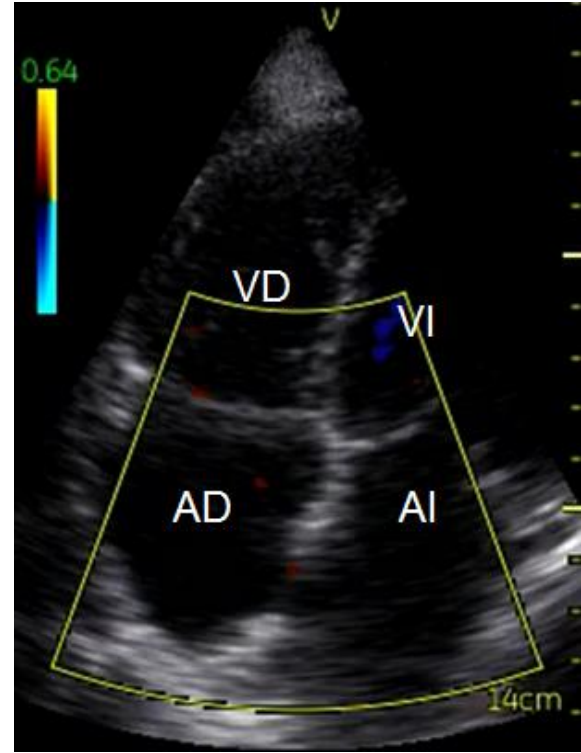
Paciente con dilatación biauricular en plano apical 4 cámaras
